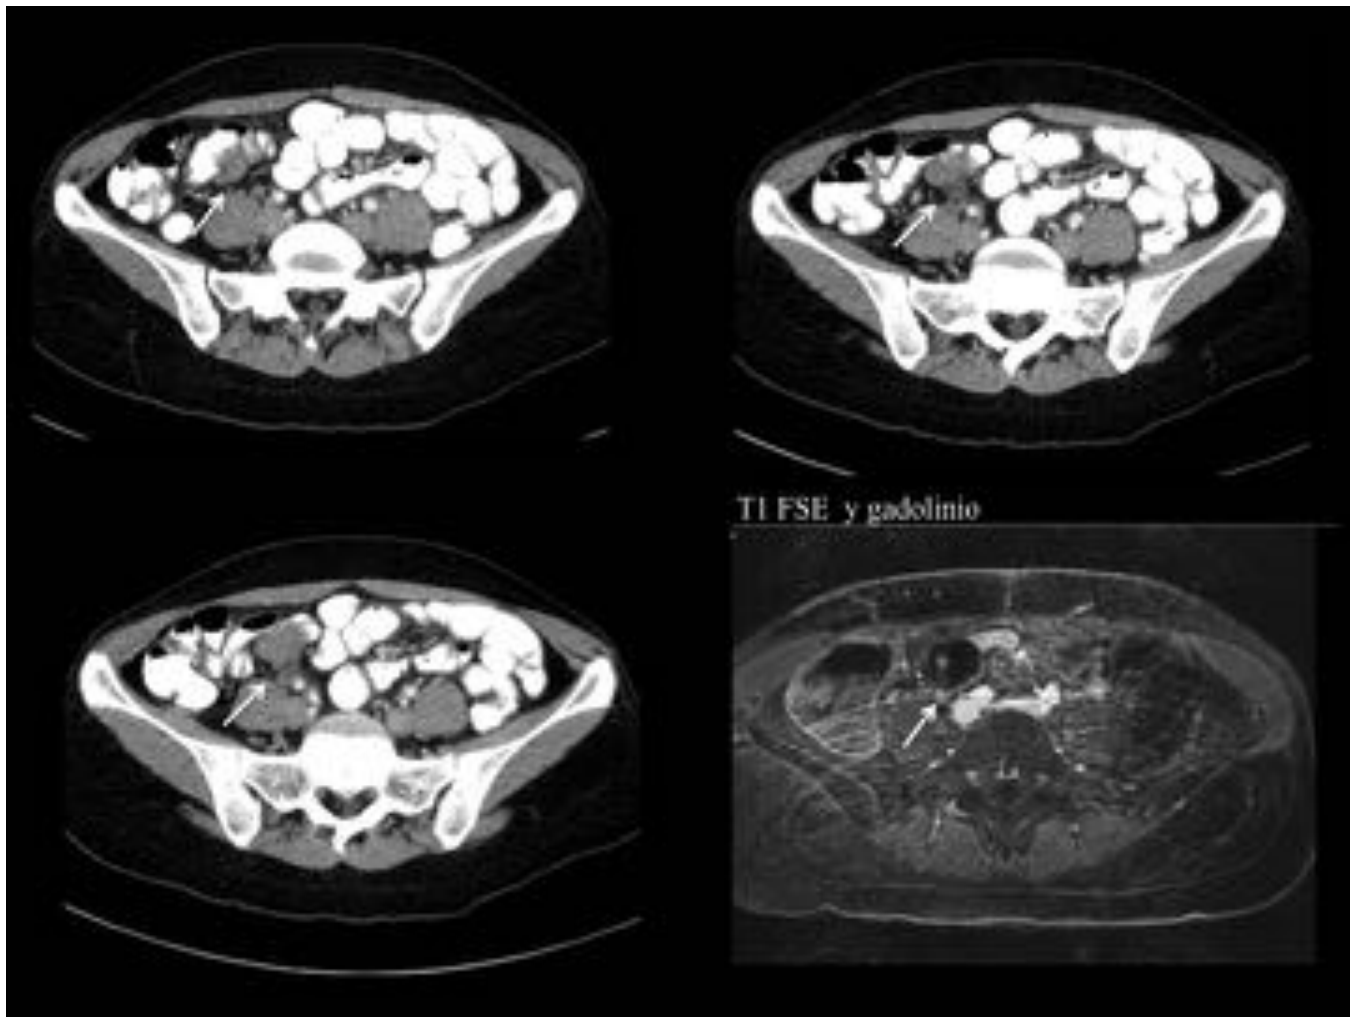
TC con CIV y oral y RM secuencia T1 FSE con gadolinio axial. Nódulo espidulado de contornos mal definidos en FID, hipodenso, en contacto con asas de intestino delgado compatible con endometriosis peritoneal. En RM el foco de endometriosis se identifica como un nódulo hipointenso en T1 con focos puntiformes hiperintensos compatibles con glándulas endometriales ectópicas hemorrágicas, característico de endometriosis
